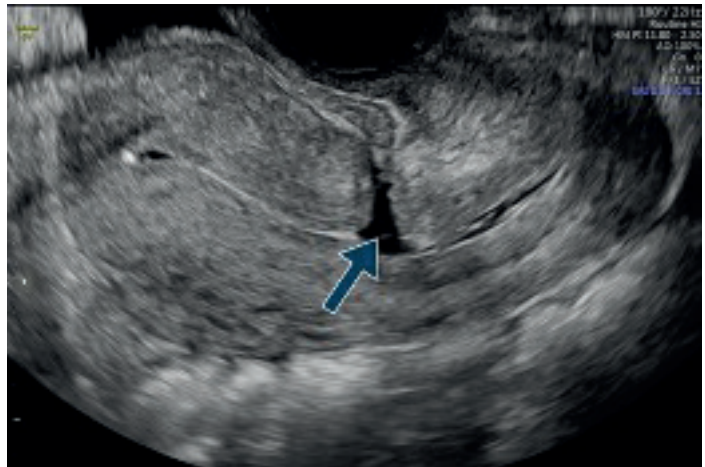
aspetto ecografico dell'istmocele in una scansione sagittale dell'utero (TV-US)
